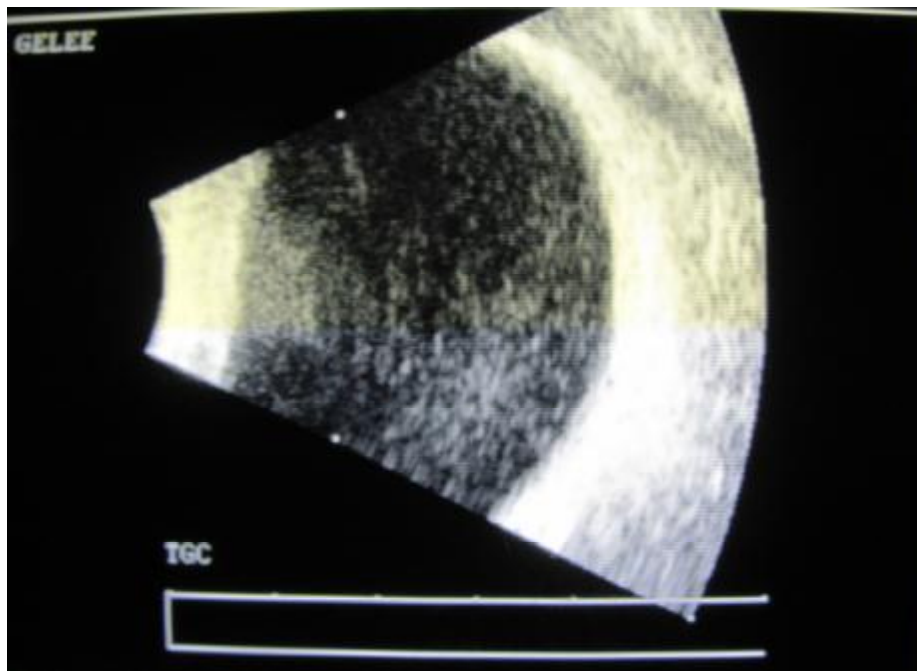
aspect échographique d'une hyalite (notre série).
